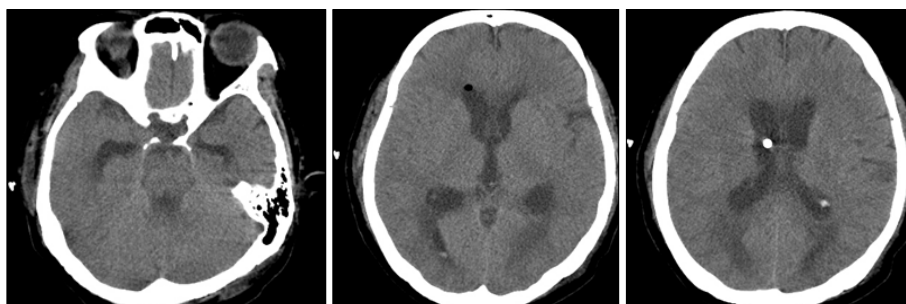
Computed tomography scan after 1st external ventricular drainage procedure. Hydrocephalus was improved with procedure.
